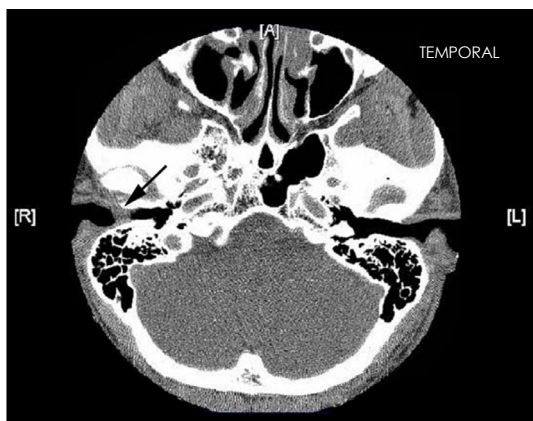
Axial view of preoperative temporal bone CT scan. 1×1 cm sized ill-defined soft tissue mass was noted at bony cartilaginous junction of the right external auditory canal (arrow).
